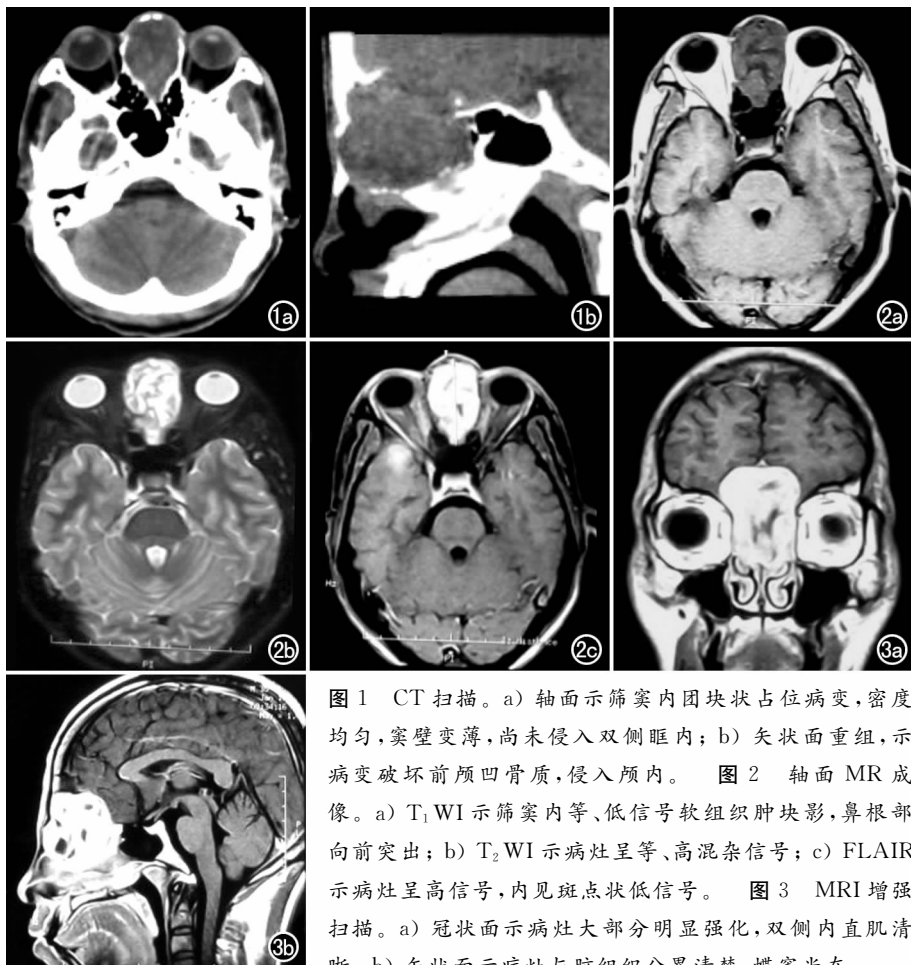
CT扫描。a)轴面示筛窦内团块状占位病变,密度均匀,窦壁变薄,尚未侵入双侧眶内; b)矢状面重组,示病变破坏前颅凹骨质,侵入颅内。图2轴面MR成像。a) T₁WI示筛窦内等、低信号软组织肿块影,鼻根部向前突出; b) T₂WI示病灶呈等、高混杂信号; c) FLAIR示病灶呈高信号,内见斑点状低信号。图3MRI增强扫描。a)冠状面示病灶大部分明显强化,双侧内直肌清晰; b)矢状面示病灶与脑组织分界清楚,蝶窦尚在。
